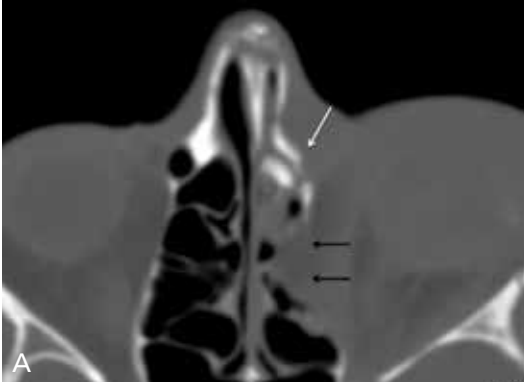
A-C. Nazo-orbito-etmoid kırık. (A) Aksial BT'de burun kökünde etmoid hücelere doğru impakte parçalı kırık, (B) koronal BT görüntüsünde ek olarak sağ orbita tavanında (kalın ok), solda fovea (çengel), lateral lamella (küçük ok) ve kribriform platede (uzun ok) kırıklar görülüyor. Sol frontal sinüs tabanındaki kırık (siyah ok) nazofrontal kanalın bütünlüğünü de bozmuş. (C) Üç boyutlu görüntüde nazo-etmoid, frontal kırıkların yanı sıra sağda parçalı ve deplase (halka) olan bilateral lakrimal fossayı ilgilendiren kırık mediyal kantallı ligaman fonksiyonu için çok önemlidir.
